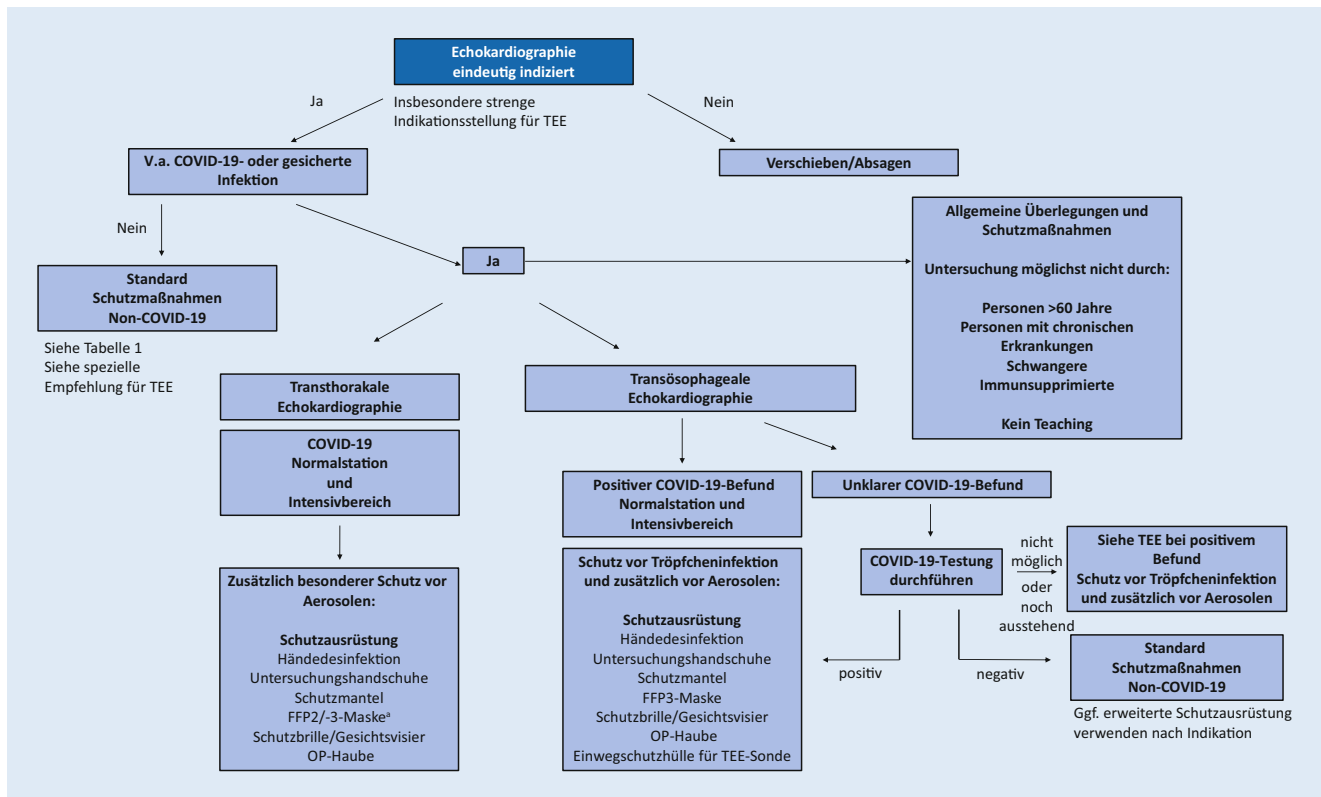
▲ Empfehlung zum Vorgehen bei Echokardiographie (^aFFP3[„filtering face piece, class 3“]-Maske im Intensivbereich, Stand September 2020; COVID-19 „coronavirus disease 2019“, TEE transösophageale Echokardiographie, OP Operation). (Adaptiert von der American Society of Echocardiography aus [4]).
